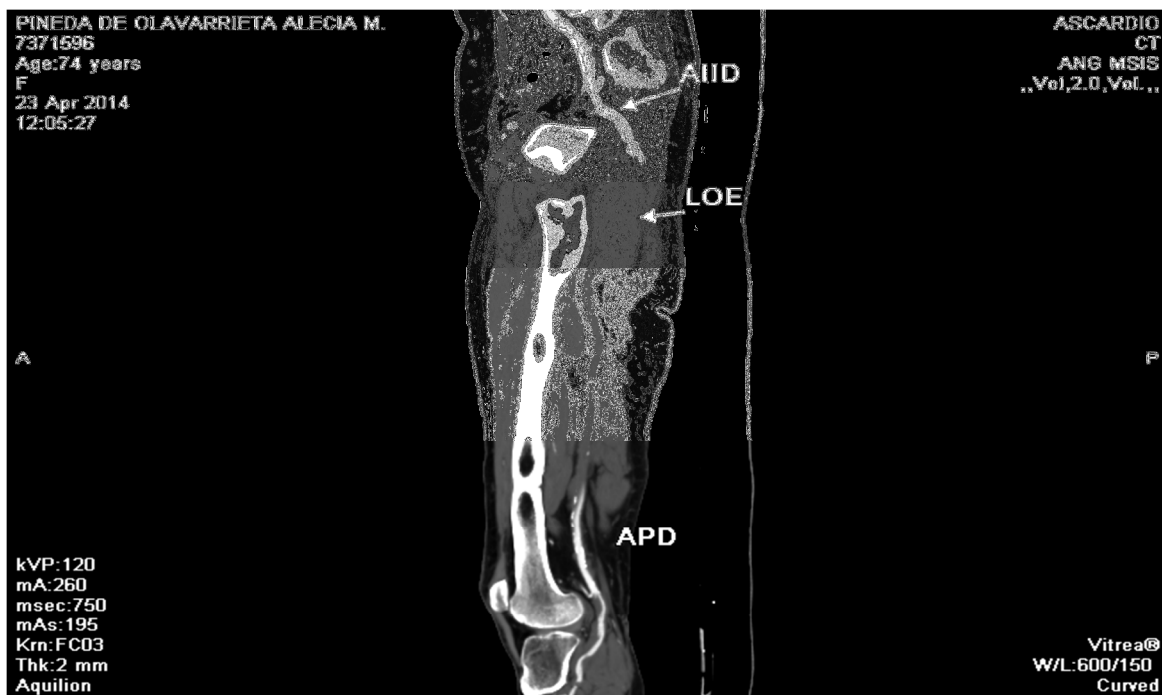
Angio TC de Msls: Arterias iliacas interna dilatadas y de mayor longitud, alcanzan hasta la región poplítea, la derecha ocluida (desplazada en la región glútea por TU? descrito) y distalmente se hace permeable e impresiona dar origen a la arteria poplítea como variante anatómica, esta muestra lesión obstructiva significativa. Arterias tibial anterior, posterior y peronea derechas, ocluidas.
